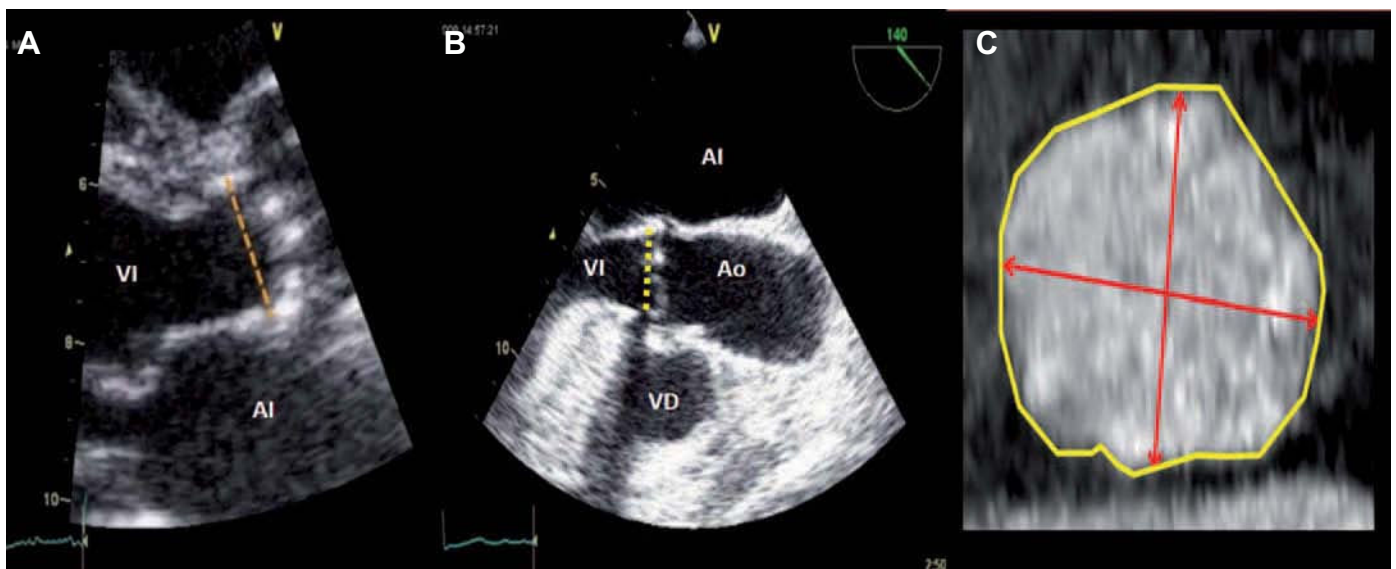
A: plano paraesternal longitudinal (zoom) de una ecocardiografía transtorácica; la línea marca el diámetro del anillo valvular aórtico medido en mesosístole. B: plano longitudinal del tracto de salida del VI mediante ecocardiografía transefágica; la línea define el diámetro del anillo valvular aórtico en mesosístole y la coaxialidad entre aorta y tracto de salida del VI. C: imagen telesistólica del anillo valvular aórtico obtenido por tomografía computarizada multidetectores; las flechas señalan los diámetros mayor y menor y el trazado del borde define el área del anillo a partir del cual se calcula el diámetro medio. AI: aurícula izquierda; Ao: aorta ascendente; VD: ventrículo derecho; VI: ventrículo izquierdo.
